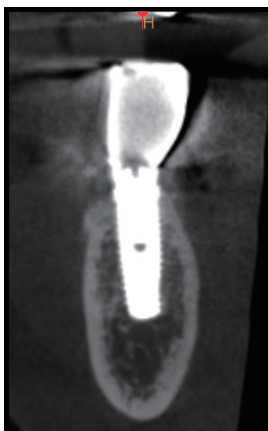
上部構造装着 2 年後の側方面観と Dental Xray
